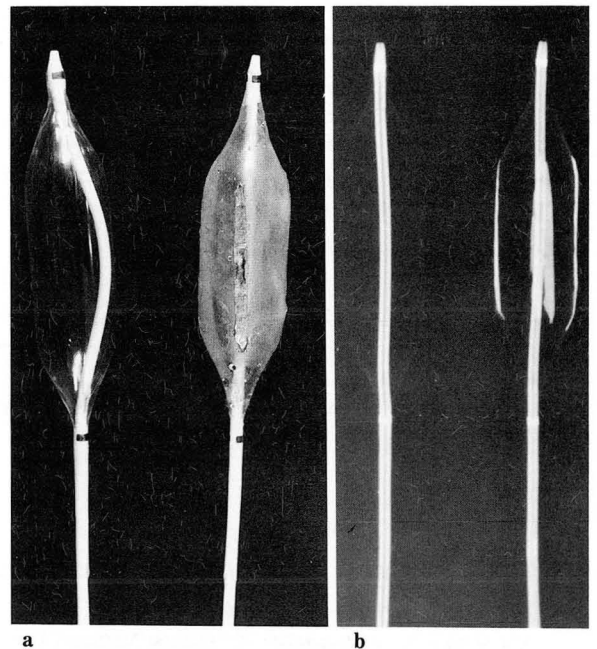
a. Photograph(a) and radiograph(b) of balloons. A radiolucent balloon(left) and a radiopaque balloon(right), 20mm in diameter and 3cm long. Note the difference in radiopacity. b. Photograph(a) and radiograph(b) of balloons. A radiolucent balloon(left) and a radiopaque balloon(right), 20mm in diameter 3cm long. Note the difference in radiopacity.
